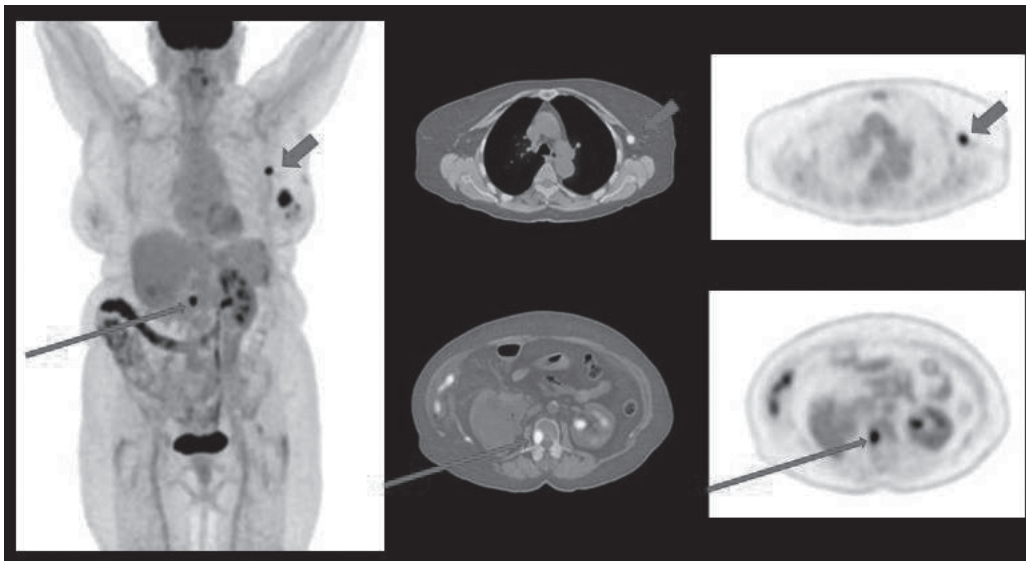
PET/TC amb 18F-FDG en una pacient amb càncer de mama esquerra localment avançat. Imatges PET (esquerra i dreta) i fusió PET/TC (central). A més de la captació en el tumor primari i una adenopatia axil·lar esquerra (fletxa curta), es detecta una metàstasi a distància (vertebral) no coneguda prèviament (fletxa llarga)
